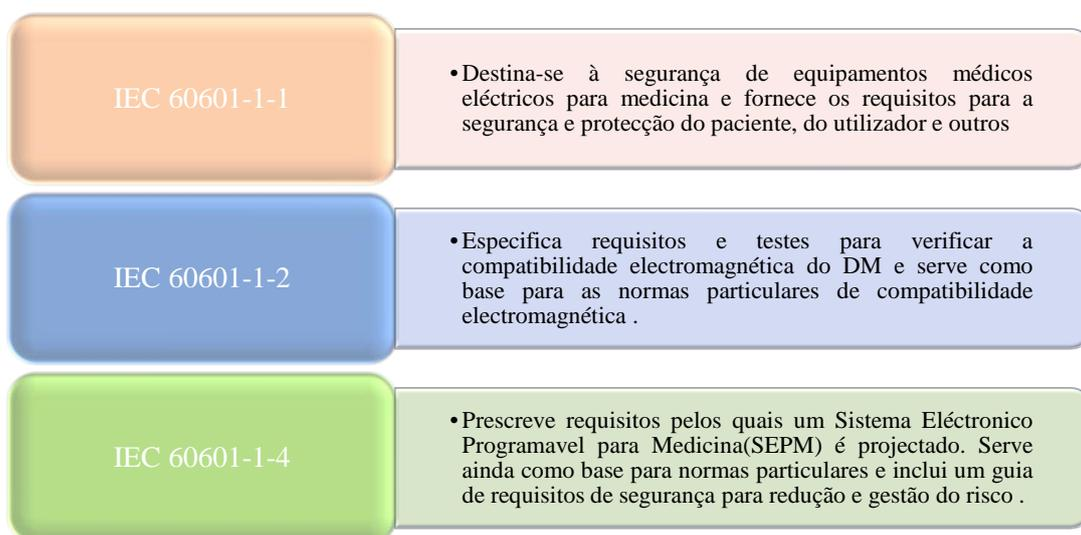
NORMAS COLATERAIS E RESPECTIVOS OBJECTIVOS (39) (40) (41)
